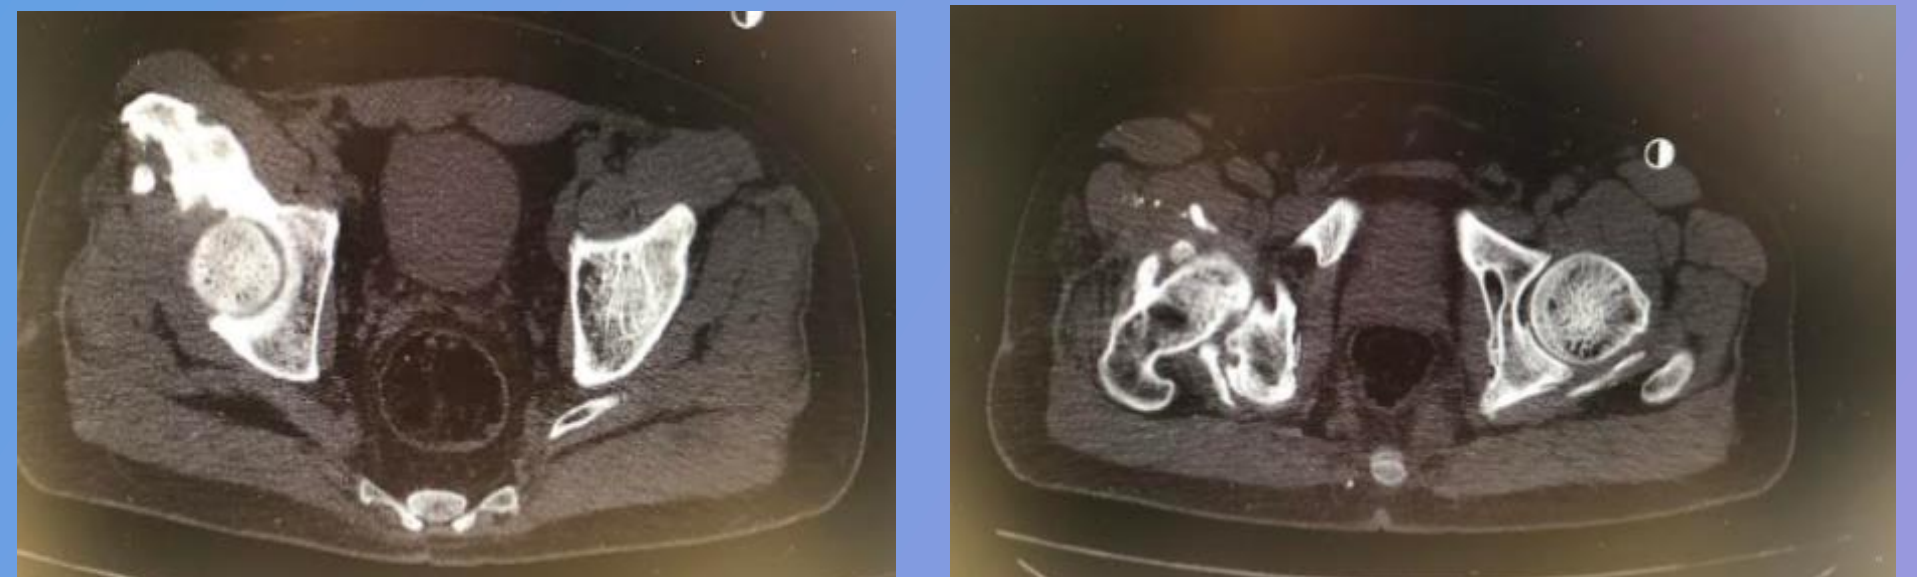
Cortes axiales de TAC preoperatorio
